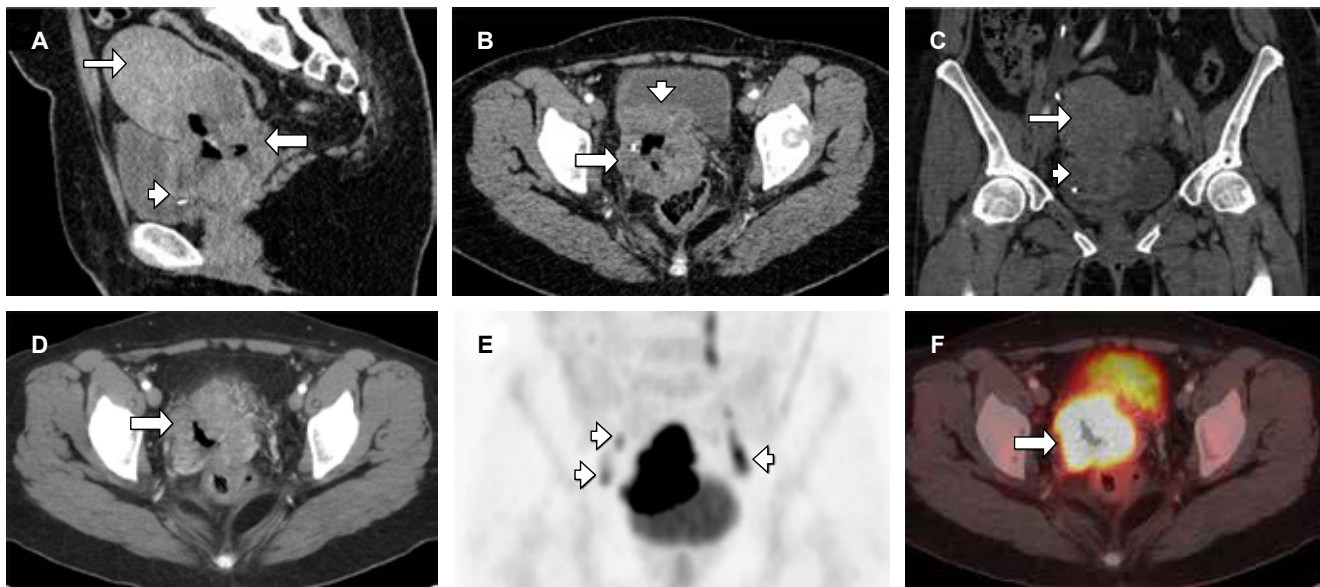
A y B) Imágenes de tomografía computarizada en fase arterial, C) fase venosa y D) proyección de máxima intensidad, cortes axiales y reconstrucciones sagital y coronal, que muestran: útero con aumento de tamaño, bordes irregulares y lobulados (flecha delgada), con proceso neoplasia e infiltración hacia la pared vesical posterior (punta de flecha). Se observa pérdida de la interfase, densidad heterogénea y aumento de la vascularización a nivel del cérvix (flecha gruesa). E y F) Imágenes de tomografía por emisión de positrones/tomografía computarizada (PET-CT) que muestran adenopatías en la cadena iliaca común bilateral (puntas de flecha), cérvix con engrosamiento tumoral e incremento anómalo del metabolismo (valor de captación estandarizado [SUV] máximo de 26.5) (flecha gruesa).
